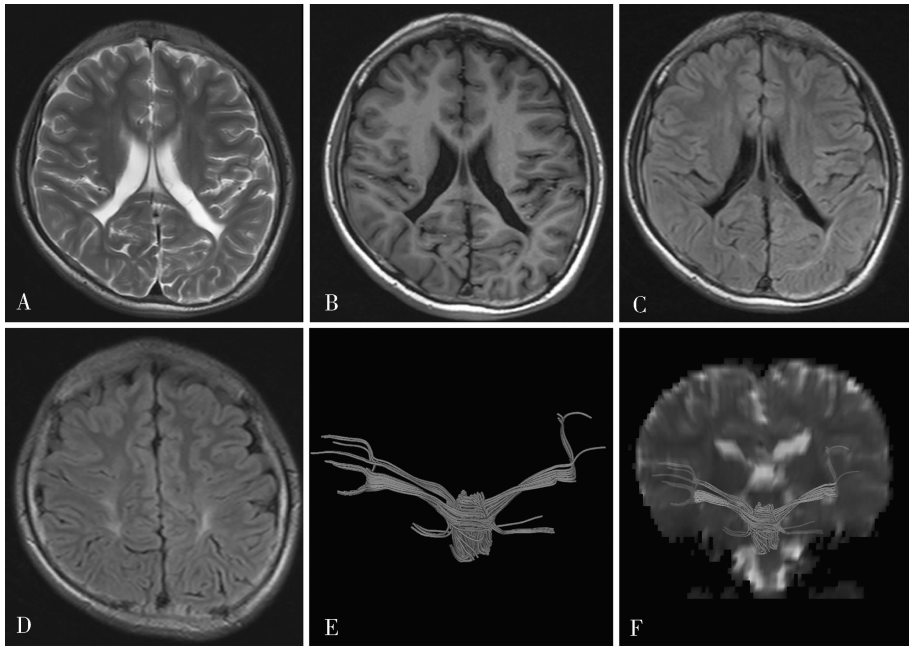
痉挛型脑瘫患儿常规颅脑 MRI 及 DTI 图 (男性, 26 个月)
